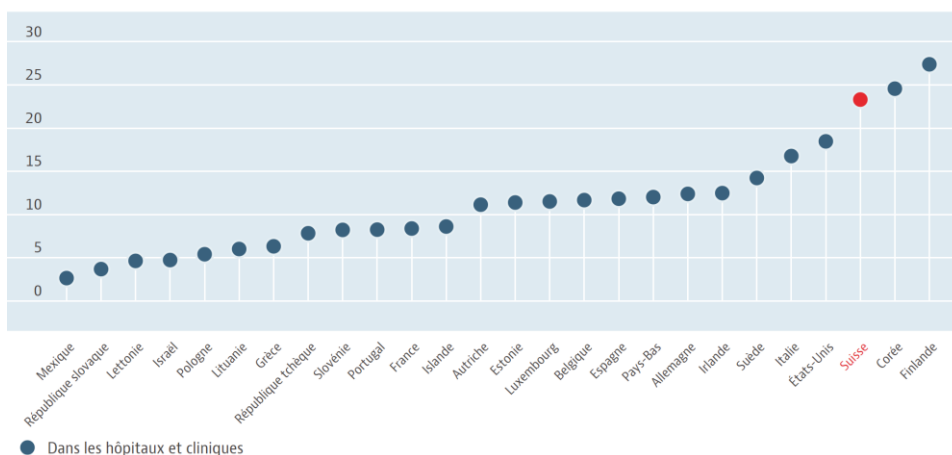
Nombre d'IRM par pays
